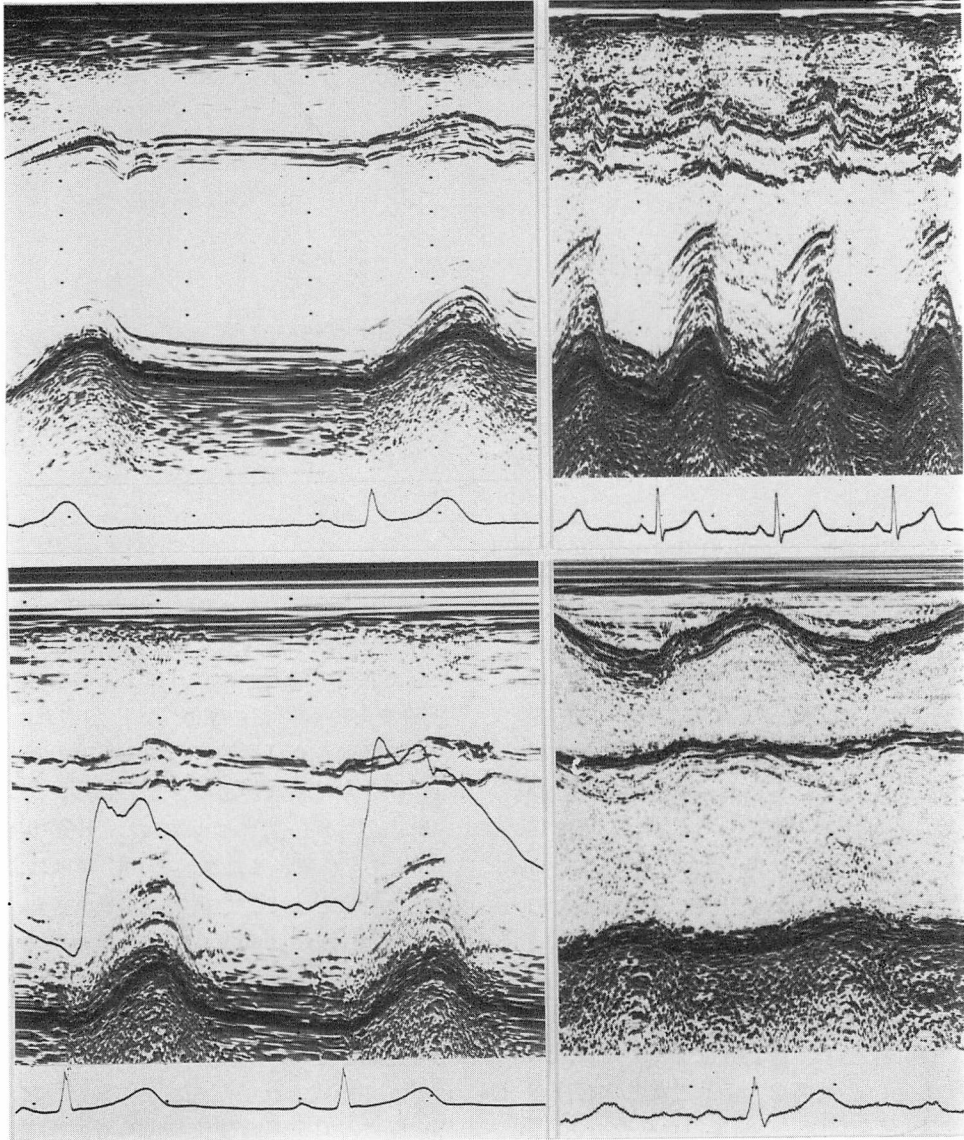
Echocardiograms.
